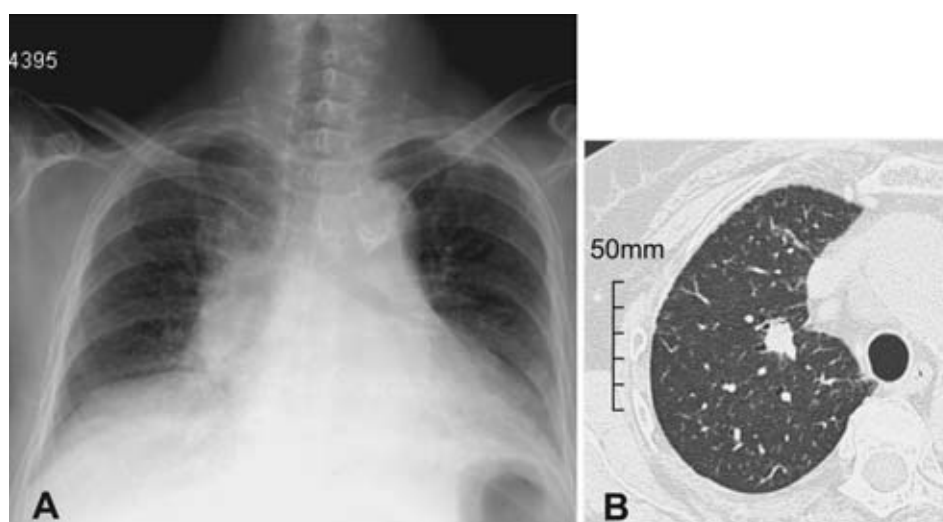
Chest radiograph (A) on 2nd admission shows diffuse reticular shadows and volume loss in both lower lung fields. Chest CT scan on 2nd admission (B) reveals a well-defined nodular opacity in the right S¹.
